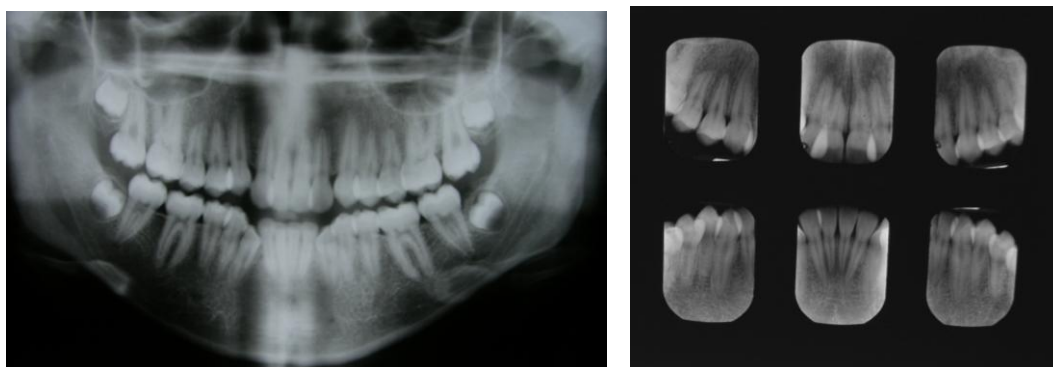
Radiografías iniciales. Postgrado de Ortodoncia
